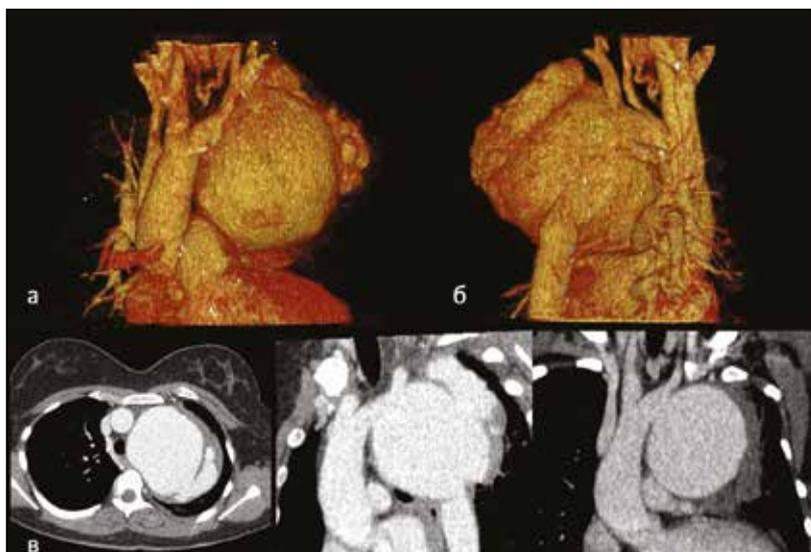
МСКТ-ангиография прорыва дуги аорты в области перешейка в верхнюю долю левого легкого: а – вид аневризмы спереди; б – вид аневризмы сзади; в – поперечный срез и сагиттальные срезы
